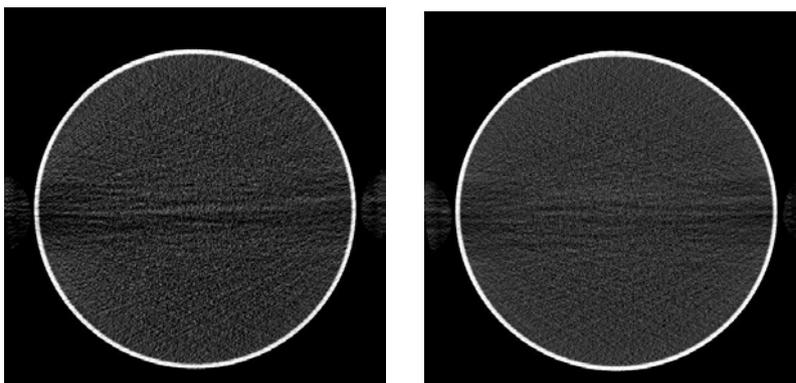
CT 撮像条件によるストリークアーチファクト発生の違い
